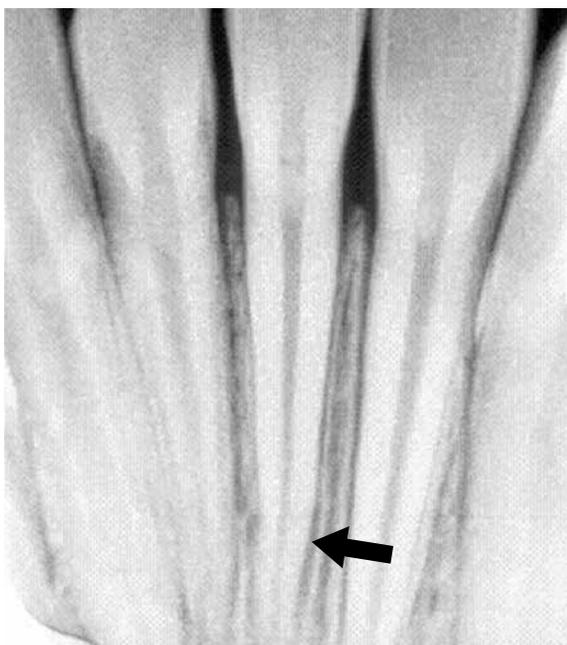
Hombre, víctima de trauma contundente en la cara que fue llevado al consultorio médico legal para la determinación de lesiones personales e incapacidad medicolegal. Se tomó una radiografía dental que evidenció una fractura oculta de la raíz dental (flecha).
